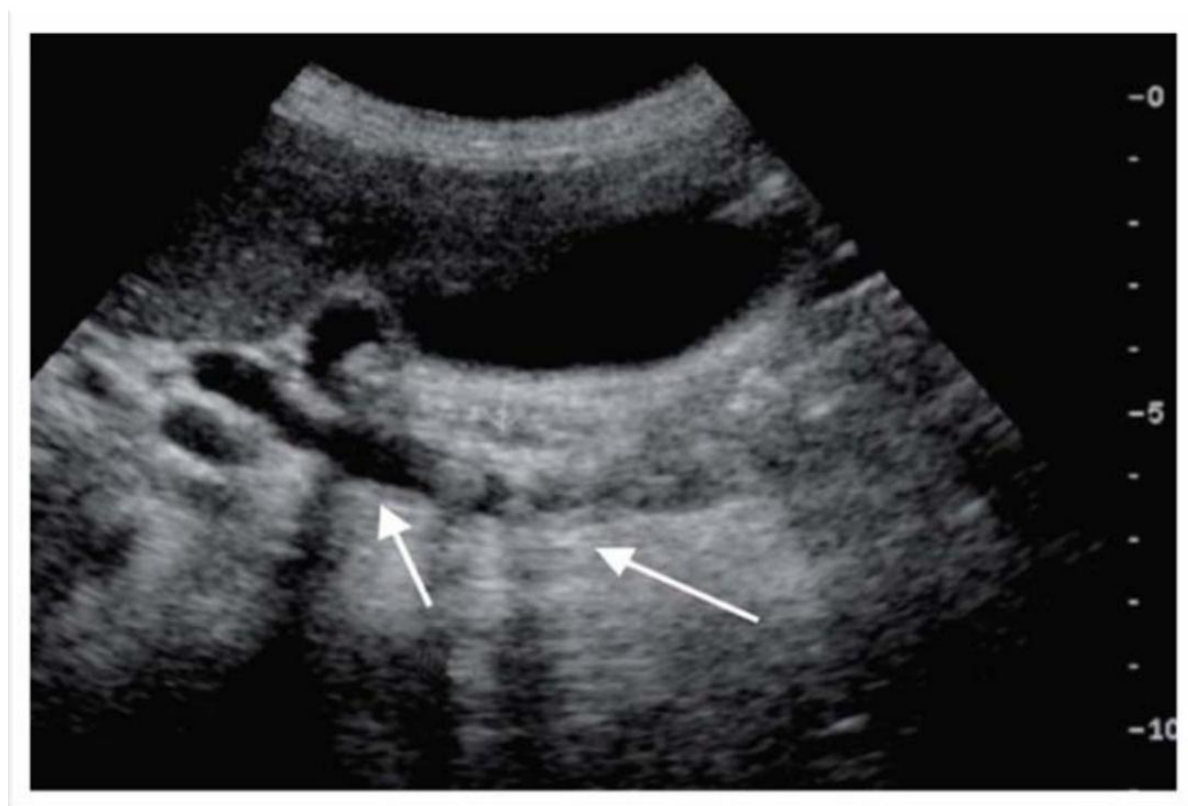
une échographie montrant un empierrement du cholédoque
